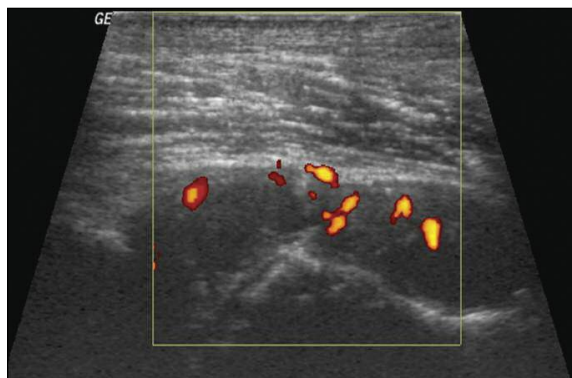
Coxofemoral dta, long anterior. Sinal Doppler peri-cefálico
